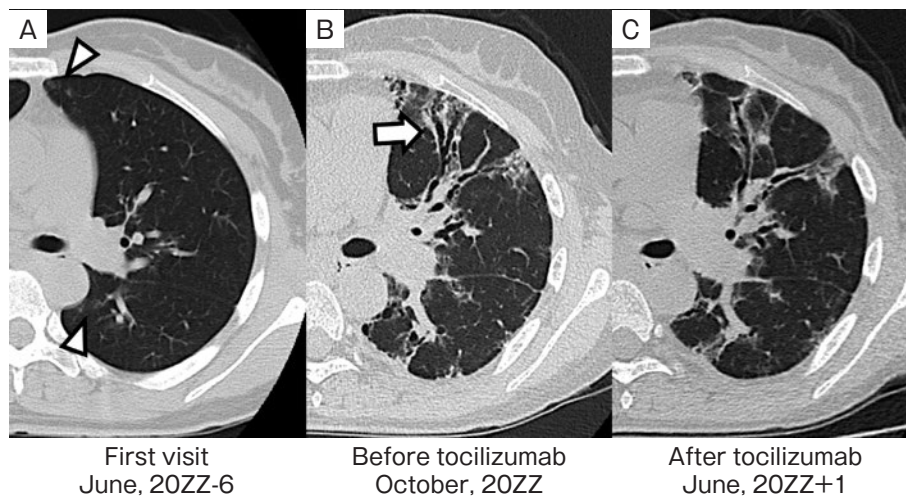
Chest CT scans obtained from case 3. (A) CT at the first visit showed small patchy ground-glass opacities at left lung (arrowheads). (B) CT before tocilizumab showed left hilar lymph nodes adenopathy, ground-glass opacities mainly along the bronchovascular bundle, and traction bronchiectasis in the lingula of the left lung (arrow). (C) Eight months after administration of tocilizumab, these ground-glass opacities at left lung and traction bronchiectasis remained on CT.
